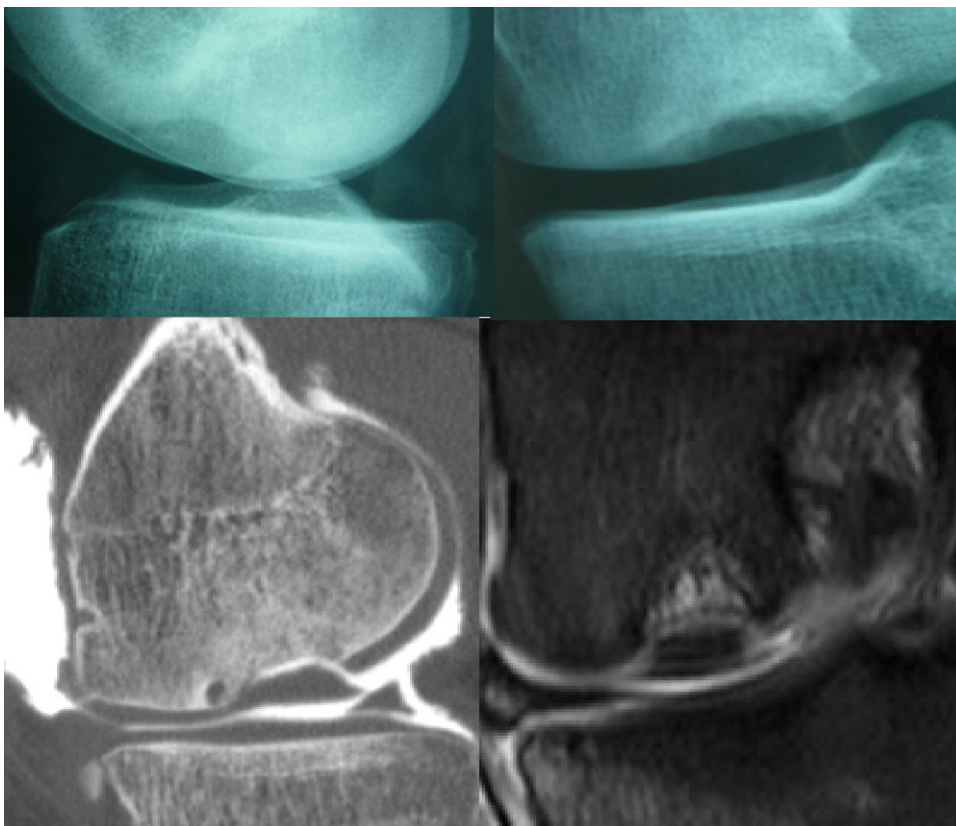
Bilan radiologique (radiographies simples et IRM) du cas n° 5 (ostéochondrite).
